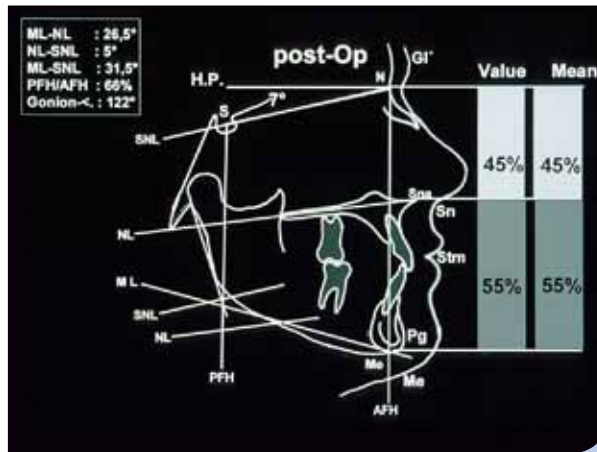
Fernröntgenaufnahme; harmonische Relation im Weichteilprofil zwischen Ober- und Untergesicht sowie den skelettalen Strukturen in der Sagittalen als auch in der Vertikalen. Vergrößerung des Interbasenwinkels (ML-NL = 26,5°) durch die chirurgische Öffnung des Kieferwinkels, was eine Vergrößerung der UK-Grundebene (ML-SNL = 31,5°) nach sich zog.
